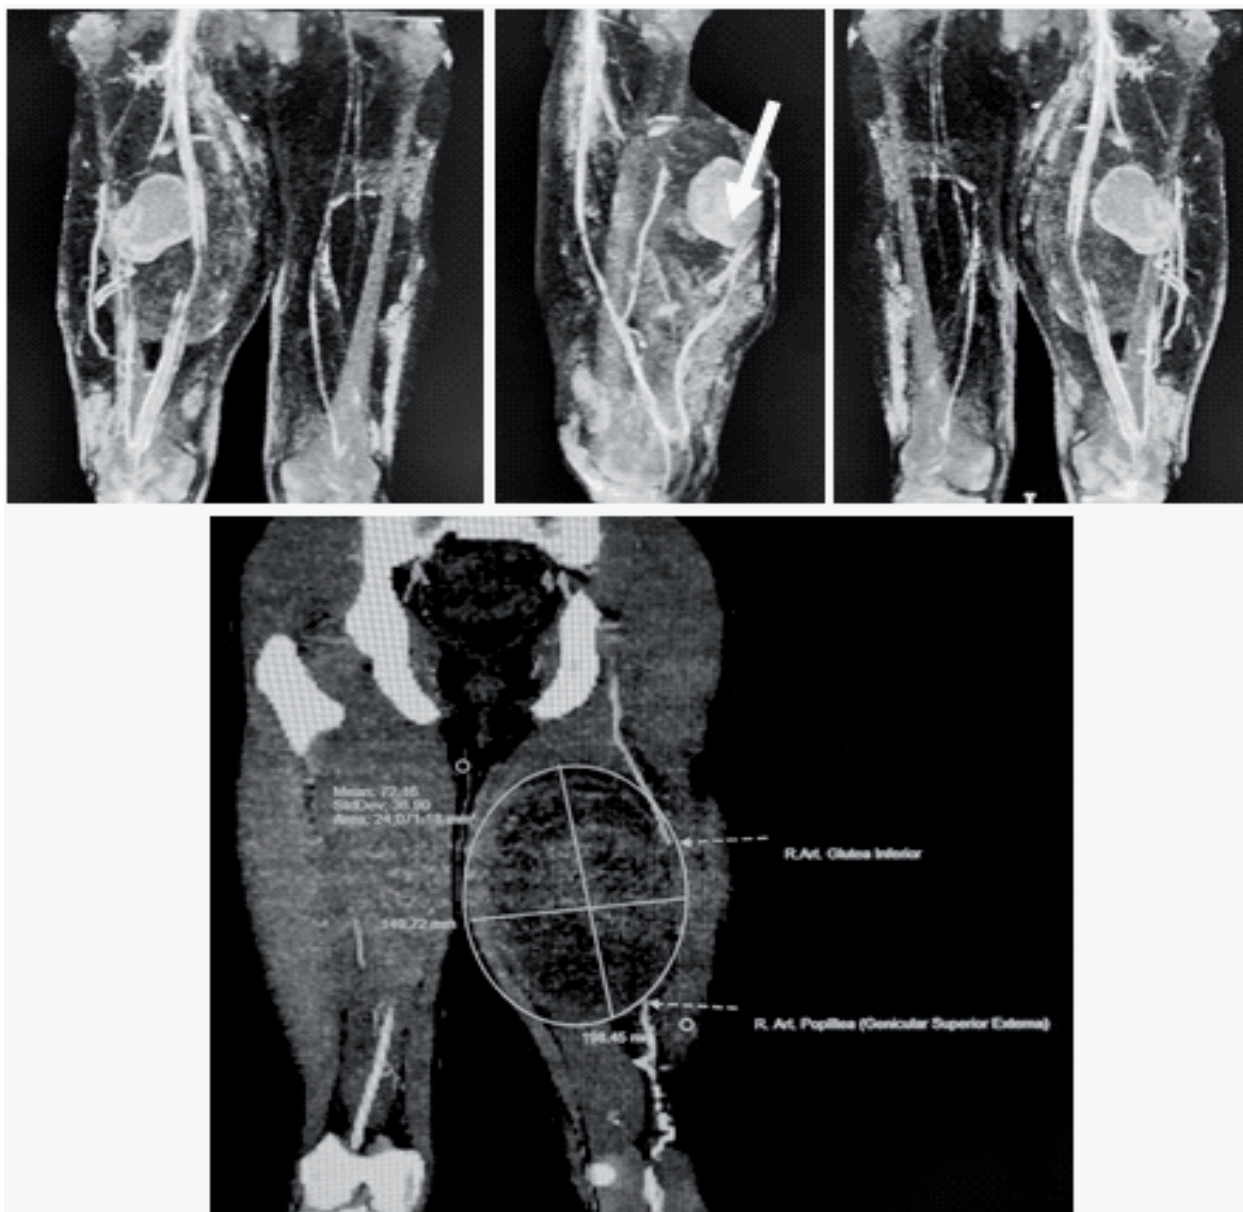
Angiorresonancia magnética (aRM) mostrando las arterias del eje fémoro-poplíteo normal y las ramas aferentes y el pseudoaneurisma con un trombo mural con coágulos “viejos o blancos” y un área más chica periférica con una circulación activa de sangre arterial que tiene su traducción en el Doppler como “signo del YinYang” (flecha blanca)
